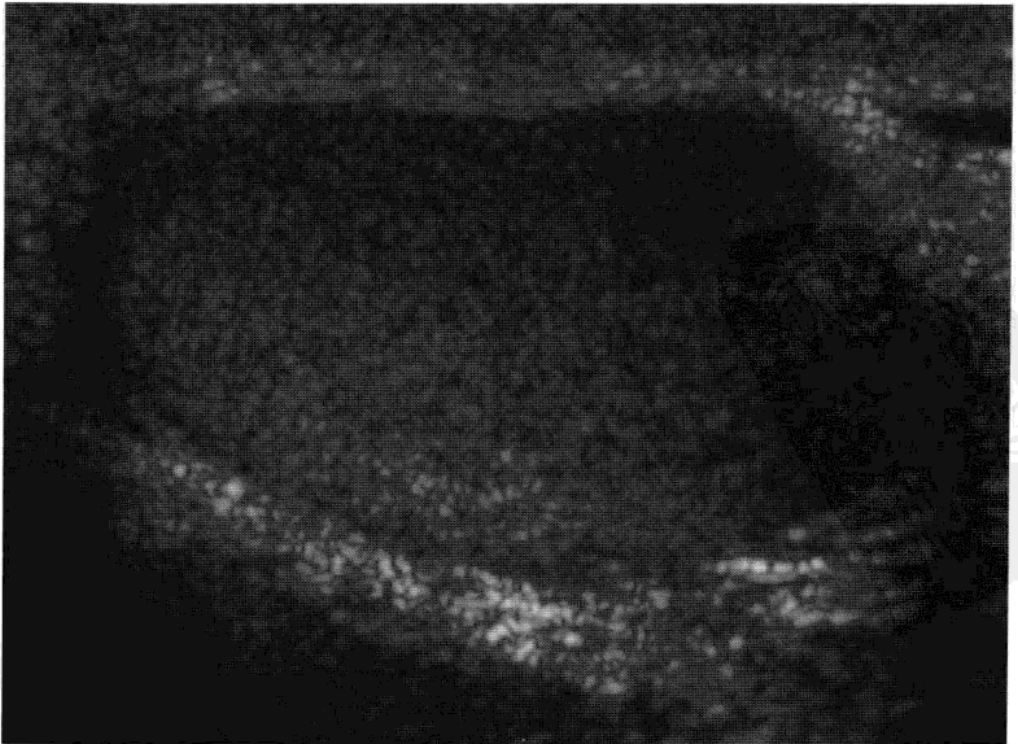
精原细胞瘤。超声显示 1.5 cm 大小的低回声病变(箭头)，回声均质。
